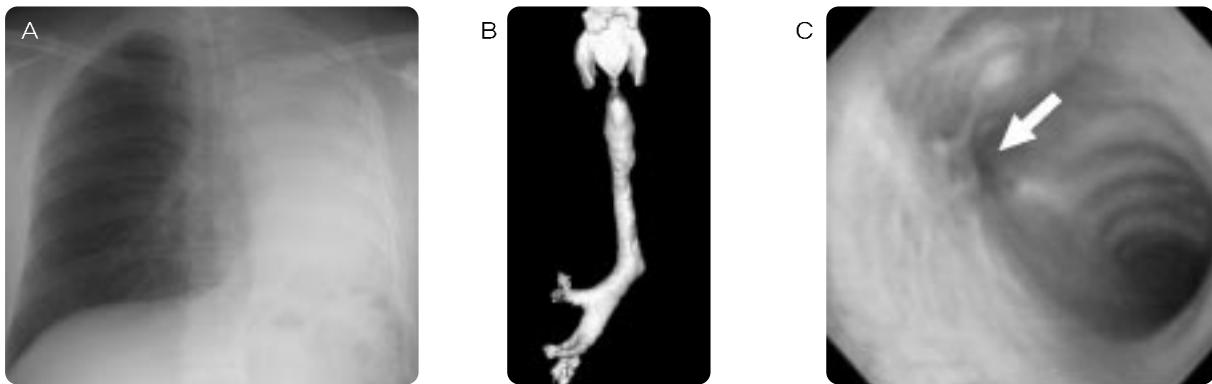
A – C. Chest radiograph (A) and 3D-reconstructed CT image (B) show total collapse of the left lung and abrupt cut-off of the orifice of the left main stem bronchus by endobronchial tuberculosis. Bronchoscopic photograph (C) shows also complete occlusion (arrow) of the left main bronchus.
